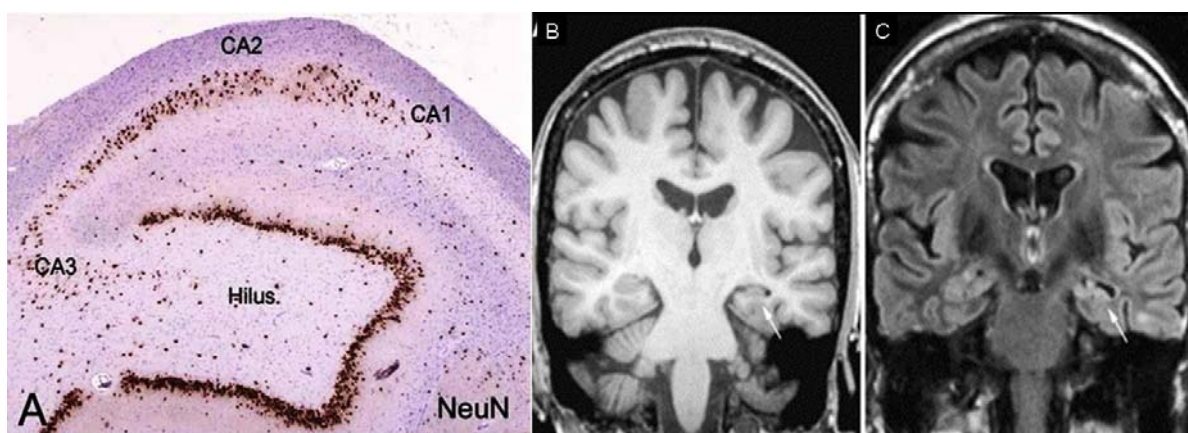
A: ELT en humano. Tinción nuclear con NeuN que muestra la pérdida de neuronas piramidales en las regiones CA (CA1 y CA3) y en el hilus (Tomada de Aronica & Gorter, 2007). B: IRM secuencia T1 (Recuperación de la inversión preparada [IRprep]) en la que se observa atrofia del hipocampo izquierdo. C: IRM secuencia T2 (Recuperación de inversión atenuada de fluido [FLAIR]) en la que se observa incremento en la señal T2 dentro del hipocampo esclerótico izquierdo (Tomadas de Salmenpera & Duncan, 2005).
